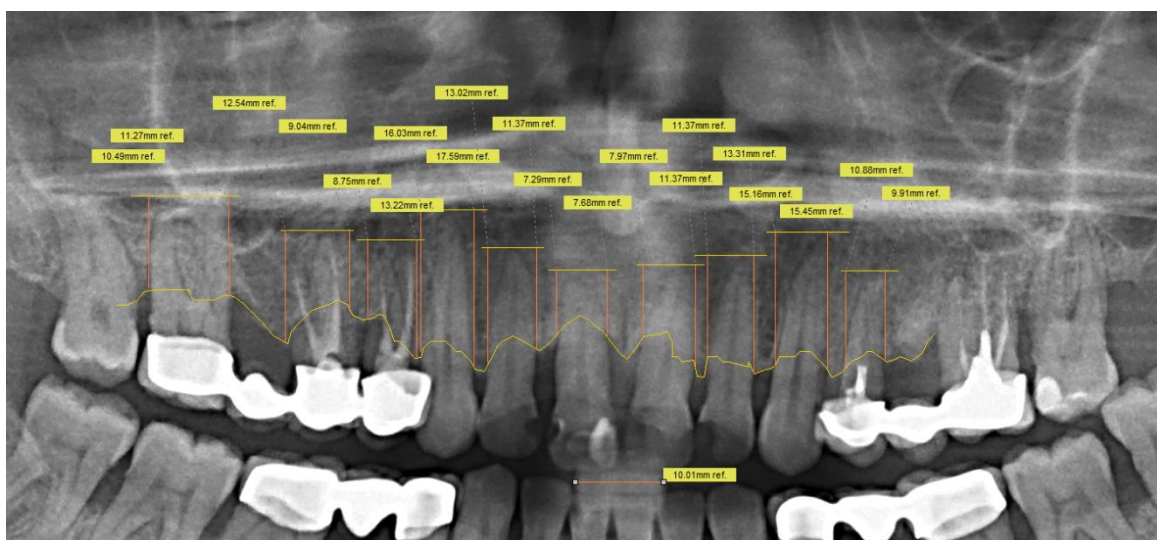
Radiografie în scop diagnostic la momentul adresării.
